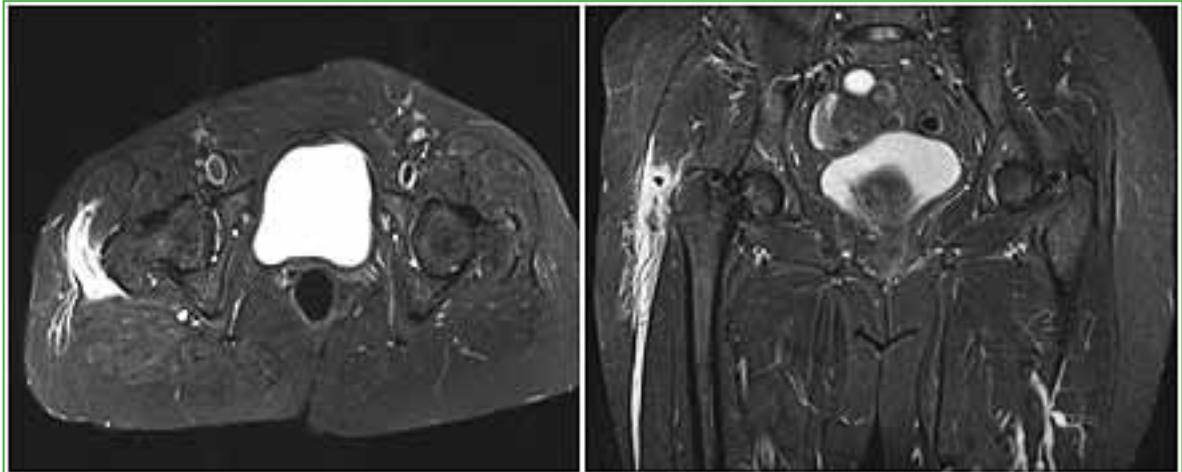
RMN corte axial y coronal de la lesión.
